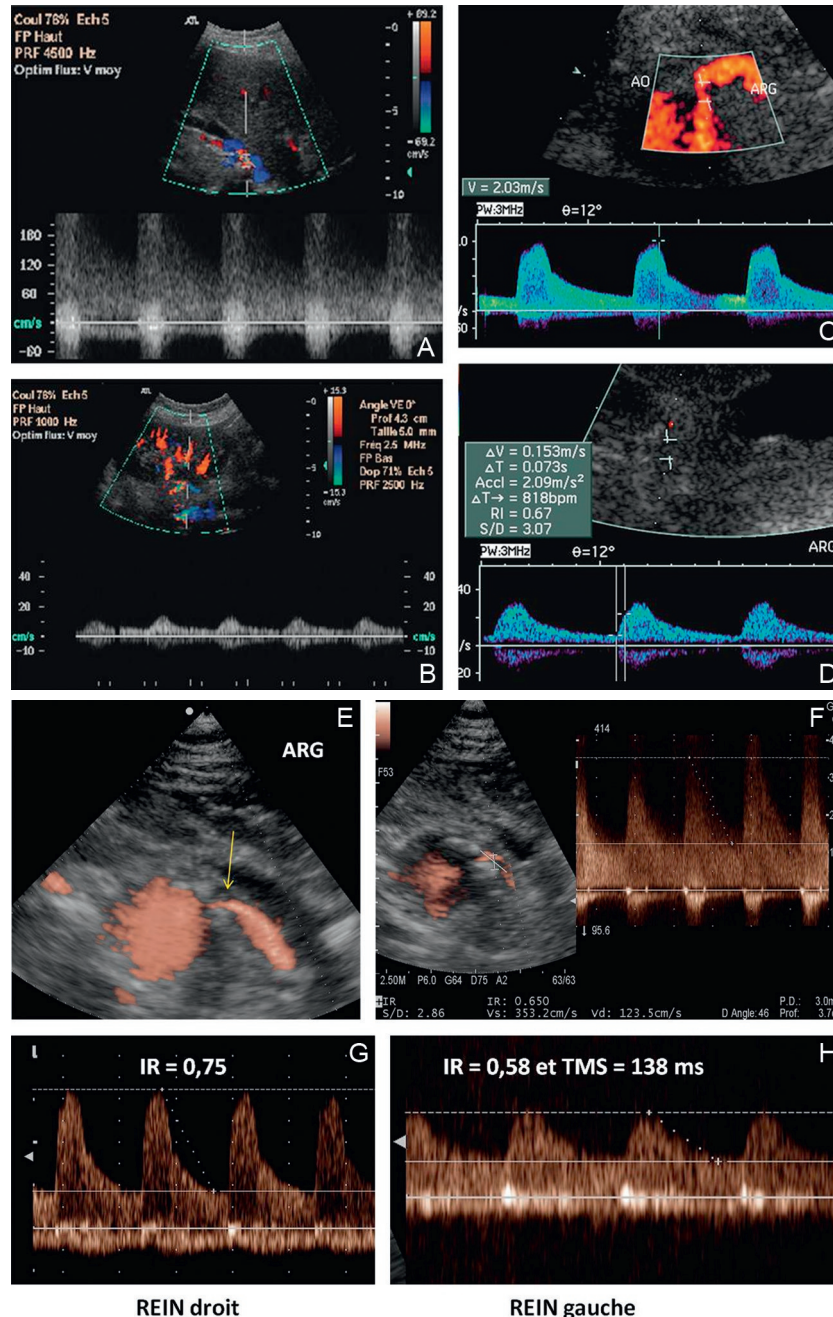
Sténose $> 60\%$ artère rénale gauche (A), signes indirects en intrarénal (B), sténose $> 60\%$, artère rénale gauche, PSM = 200 cm/sec (RRA = 3,8) (C), artère interlobaire, IR = 0,67, TMS 73 ms, amortissement du signal (D), sténose ostiale artère rénale gauche (E), étude Doppler pulsé (F), perfusion rein droit (G) et rein gauche (H).
